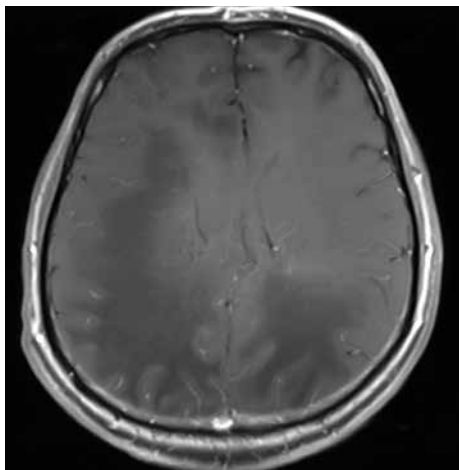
Encefalopatija HIV, ki kaže pospešeno difuzijo na DWI.
